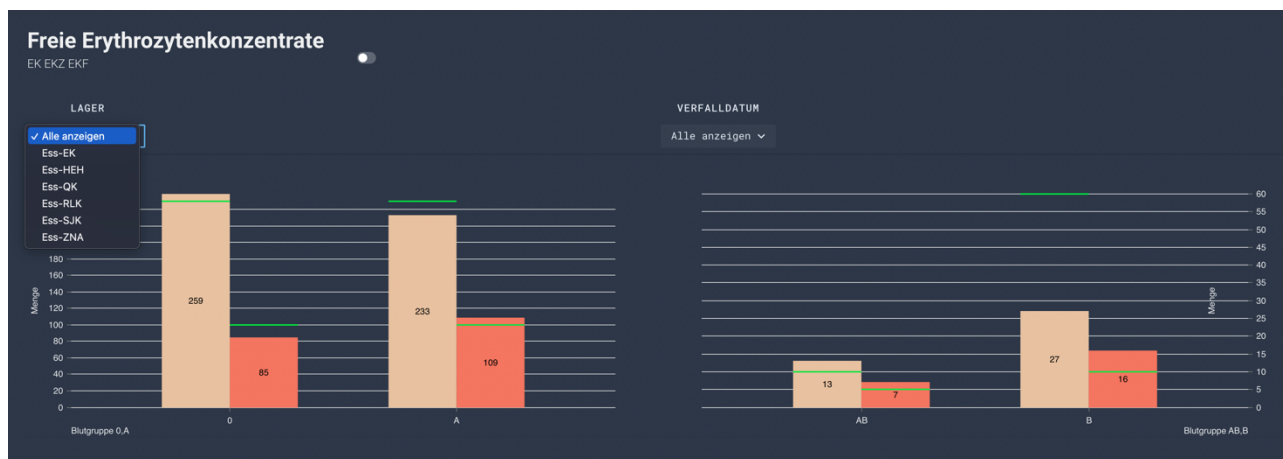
Vorschau der EK-Lagerung an der UME und ihren Partnerinstituten. Alle Blutprodukte (EK, TK und Plasma) können nach Lagerort und Verfallsdatum gefiltert werden
